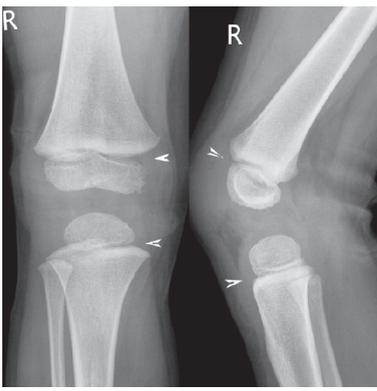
Röntgenaufnahme des Kniegelenks eines Vierjährigen mit deutlich sichtbaren Epiphysenfugen (Pfeilspitzen) und Epiphysenkernen von Oberschenkelknochen und Schienbein. Der Epiphysenkern des Wadenbeins fehlt noch. [M500]
